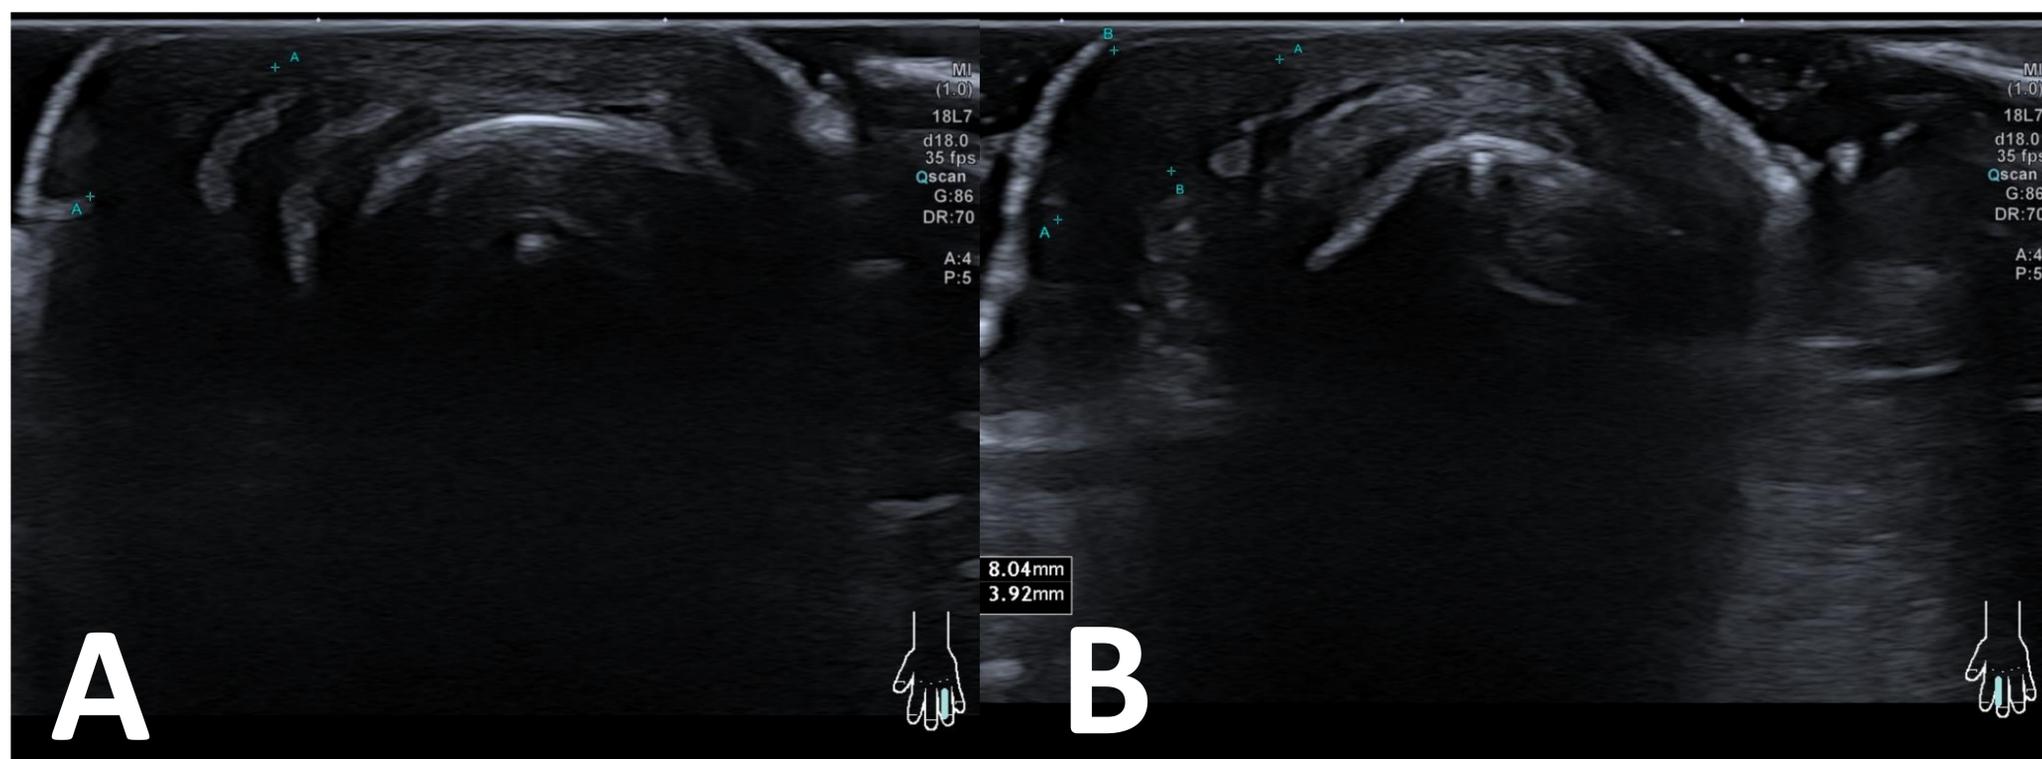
Estudio radiológico del caso. Ecografía de falanges proximales de mano izquierda. A.(Cuarta falange proximal vertiente radial) B.(Tercera falange proximal vertiente radial) aumento del espesor de la grasa del tejido celular subcutáneo, de ecogenicidad heterogénea y ligeramente disminuida.
